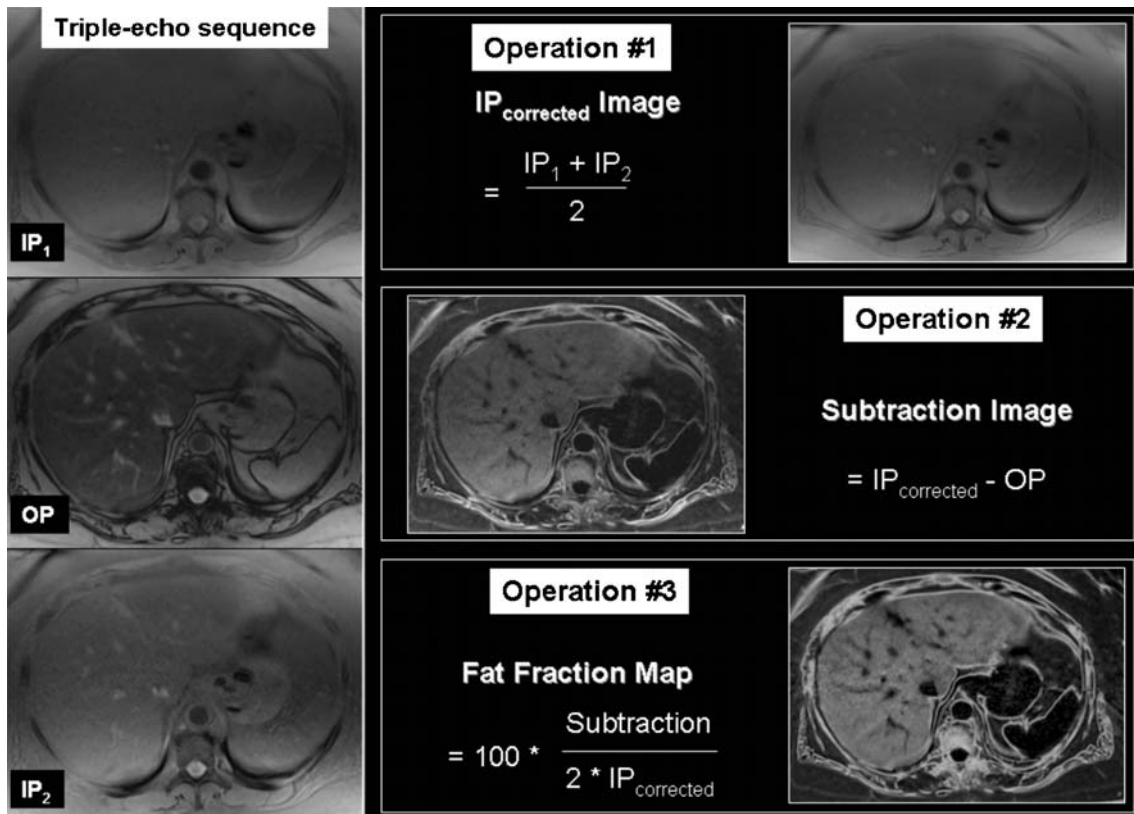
MR images and liver fat map of a 58-year-old woman with type 2 diabetes and severe steatosis. The three MR images obtained from the triple-echo (consecutive in-phase [IP₁], opposed-phase [OP] and in-phase [IP₂] echo times) breath-hold spoiled gradient echo sequence (192/2.46, 3.69, 4.92; flip angle, 20°) are displayed on the left. The liver fat map (post-processing time less than 2 min for the entire liver) is built after three successive operations performed using basic image calculation functions. The IP_{corrected} image represents the in-phase signal intensity corrected for T2*
